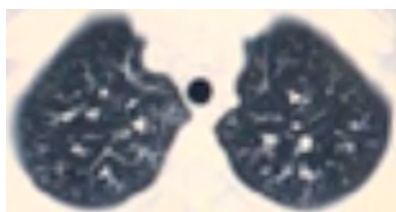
КТ легких. Описание в тексте
